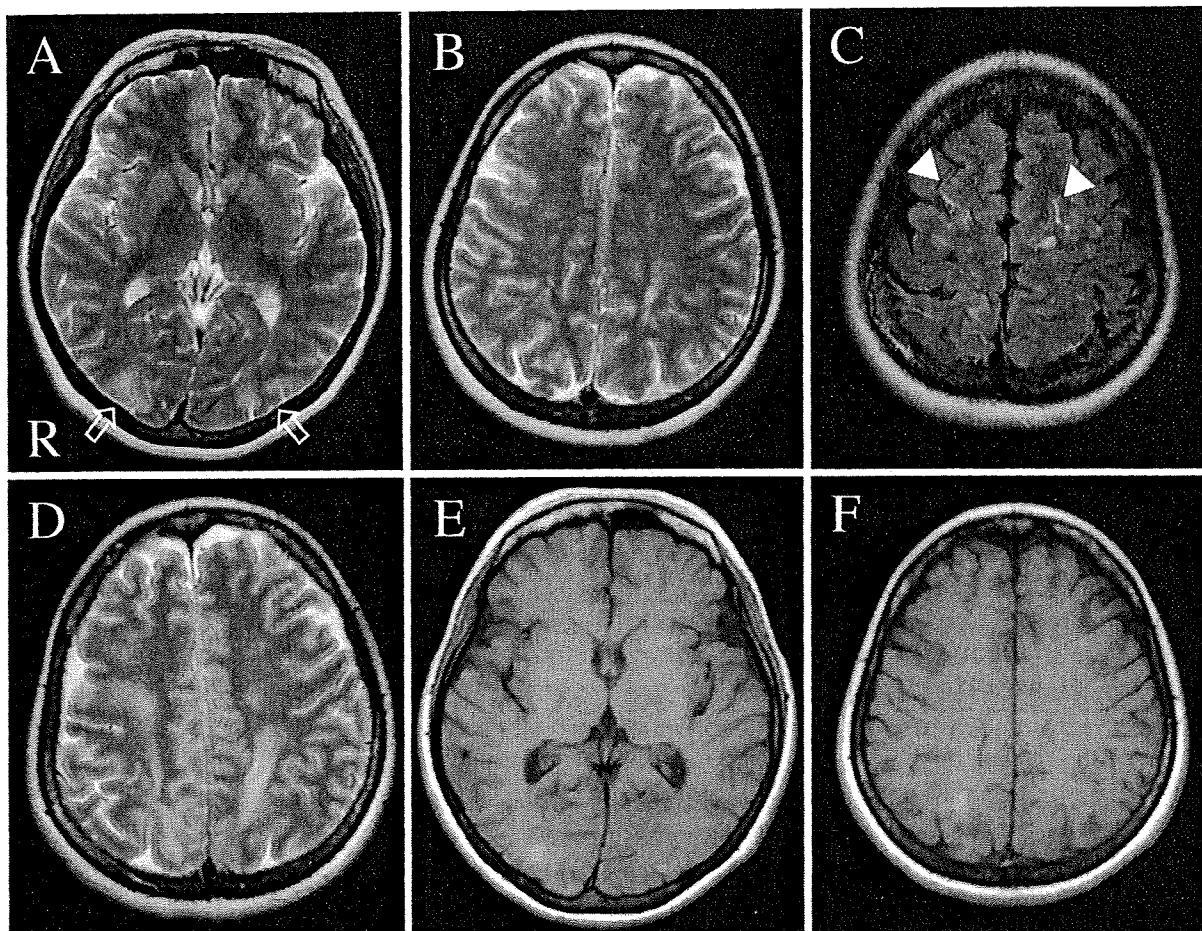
Brain magnetic resonance images after the onset.
